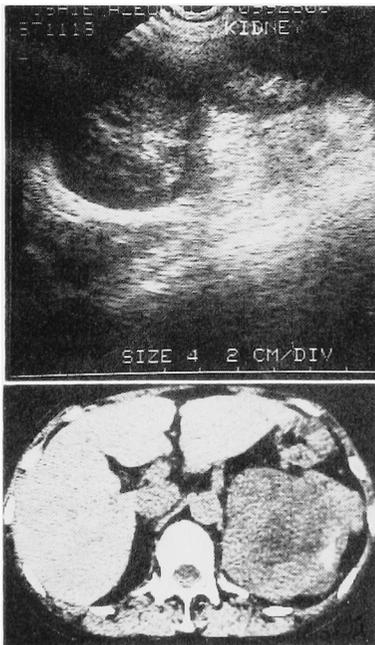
Ultrasonography and CT scan reveal an unhomogenous mass with calcification in the adrenal region.
